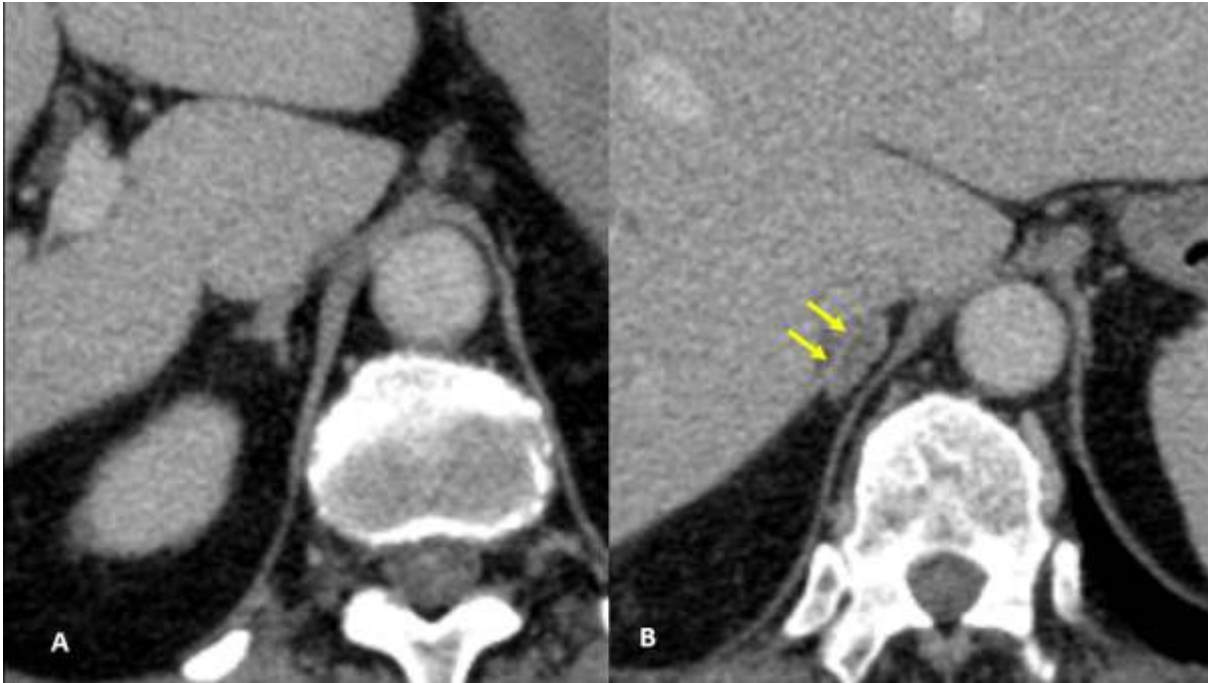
Falso positivo en una paciente con neoplasia de ovario que presentaba en el estudio previo una glándula suprarrenal normal (A). Apréciase la aparición de un nódulo (B) con curva de lavado compatible con lesión adenomatosa y aparición de una estructura vascular central y rectilínea (flecha), sin embargo, la lesión mostró una elevada captación en la PET-TC y fue resecada quirúrgicamente, correspondiendo a una metástasis (metástasis de carcinoma endometriode ovárico grado 3 con diferenciación escamosa).
